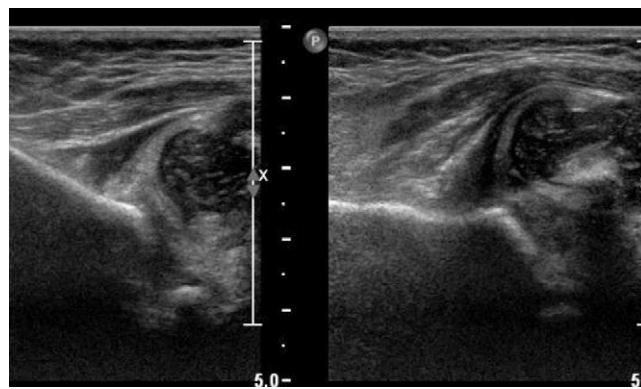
Même enfant que la Fig. 3. Tentative de réduction de la luxation congénitale de hanche droite sous contrôle échographique, hanche en abduction (cliché de gauche), on constate l'irréductibilité de cette hanche.
